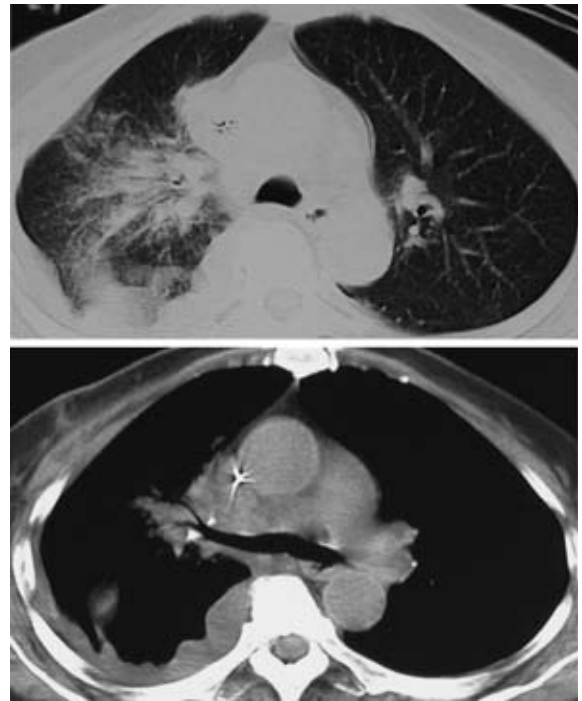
Chest CT scan taken six months after the treatment with antibiotics, showing the tumorous shadow had decreased compared with the size on admission.
